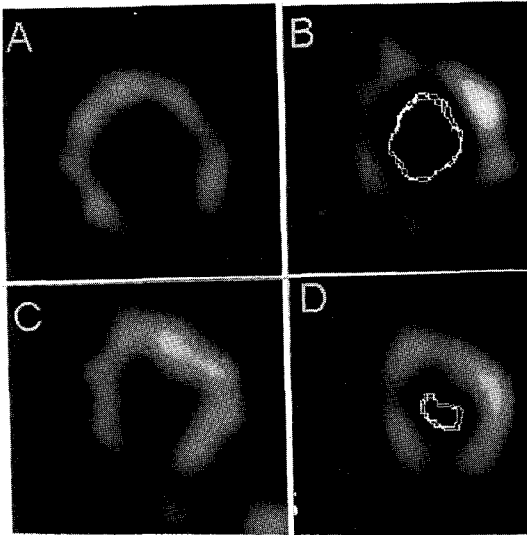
부하기와 휴식기 영상에서 좌전하 동맥의 지속 결손이 의심되는 경우로 게이트 SPECT에서 전벽이 정상 운동을 보여 정상으로 판정한 경우이다.
